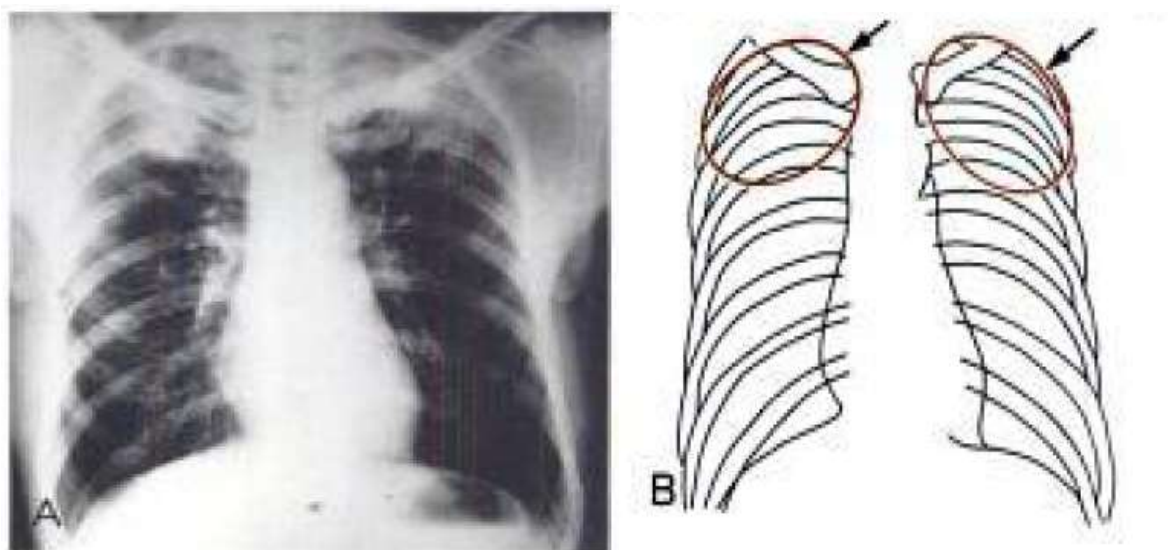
Radiographie montrent une opacité bilatérale au niveau des lobes supérieurs des poumons (Schachter *et al.*, 1999).
